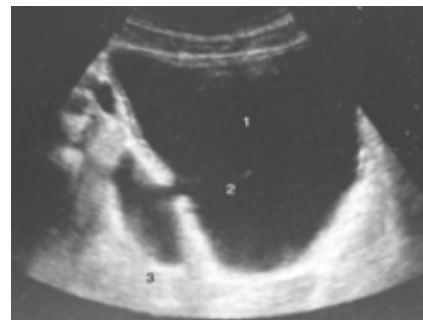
Échographie vésicale avec diverticule vésical <sup>(2)</sup>. (1. Vessie, 2. Collet, 3. Diverticule).
